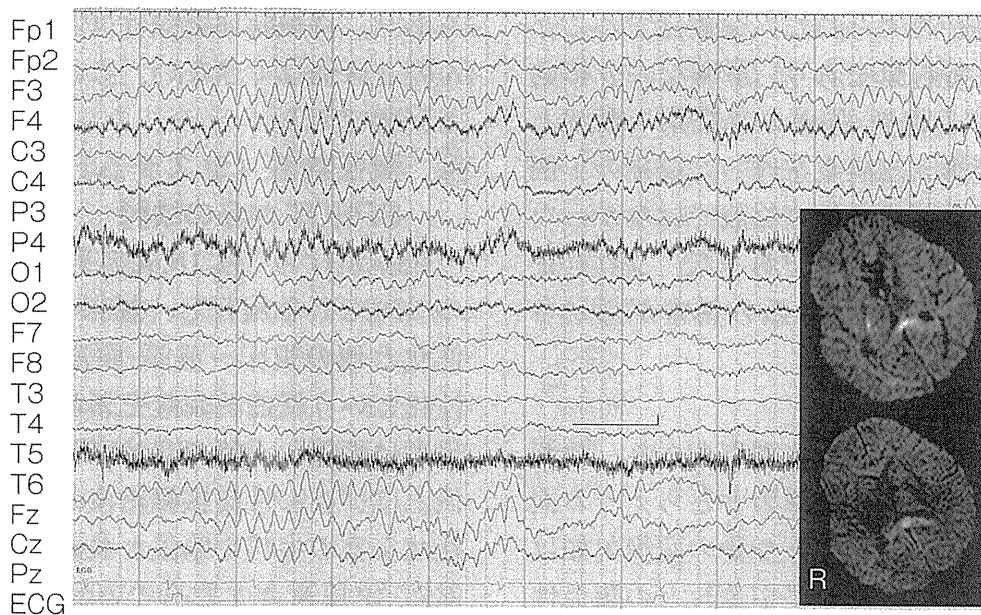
脳梁膨大部病変を有する脳症9歳男児の入院時見当識障害の強かった時の脳波および頭部MRI
